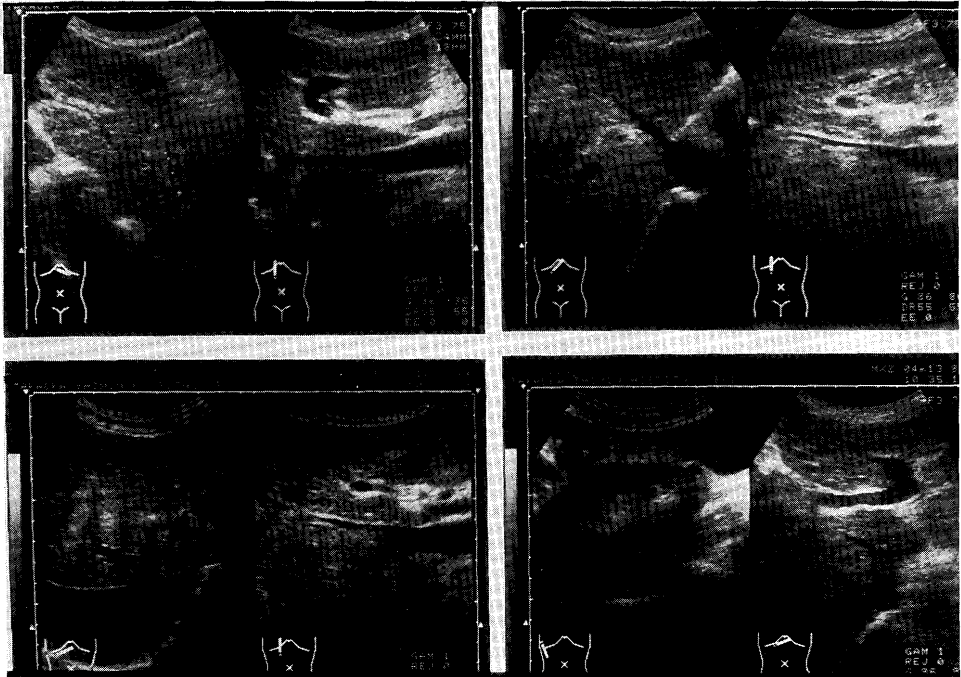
Ultrasonography of the liver shows tumor thrombus in the portal vein, hepatic vein, and inferior vena cava. Marked stenosis of inferior vena cava and secondary Budd-Chiari syndrome are observed.
